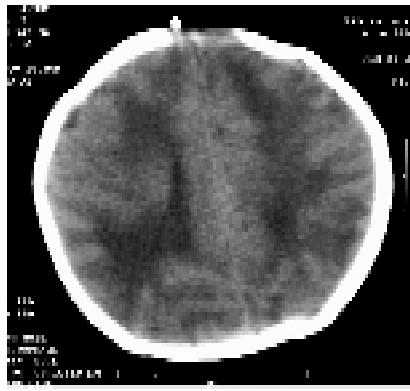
双侧额顶叶见多发斑片状不规则低密度水肿灶,CT值16 HU。
